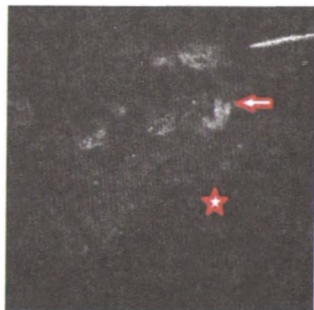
Лазерная сканирующая томограмма поверхностных клеток переднего эпителия: десквамация клеток (указана стрелкой), нарушение межклеточных границ эпителиоцитов (указана звездочкой).
